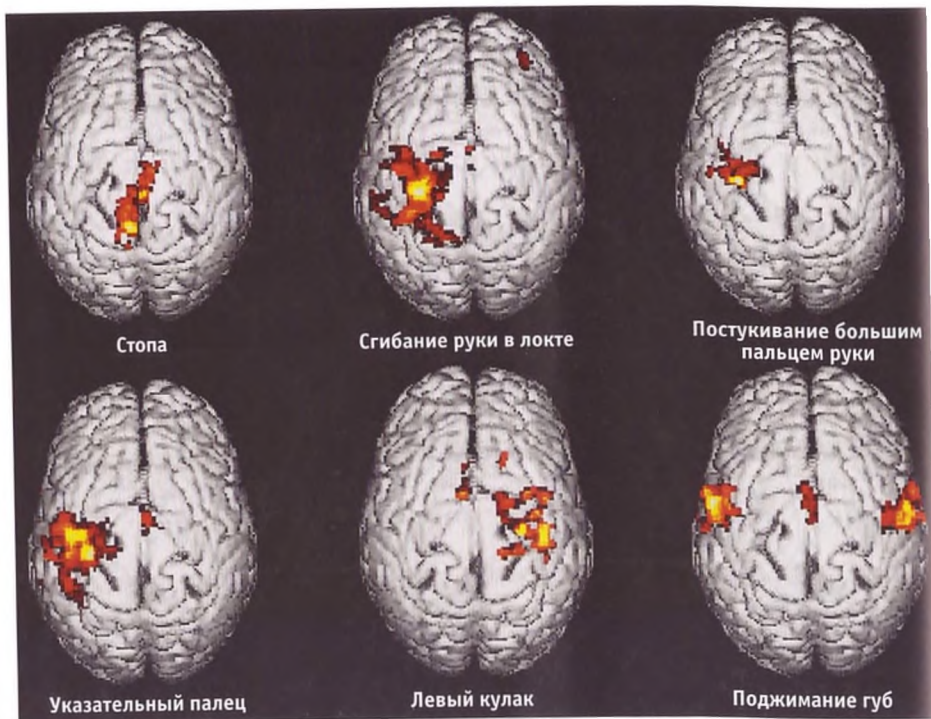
Кортиковые представления различных частей тела по данным функциональной МРТ (фМРТ) у здоровых людей. Данные фМРТ спроецированы на модель поверхности мозга. Эти данные получены при обследовании 30 здоровых людей во время выполнения повторных движений в указанных частях тела. Яркие цвета указывают на высокий уровень активации: ярко окрашенные области мозга активируются в процессе выполнения данных движений. Данные о локализации различных частей тела в коре мозга, полученные при помощи этого метода, соответствуют результатам прежних исследований Пенфилда и Ферстера (рис. 9.21). фМРТ — неинвазивный метод картирования, отличающийся высокой надежностью, который может применяться как у здоровых людей, так и у больных. (Иллюстрации любезно предоставлены профессором Grodd, взято из: Lotze M., Erb M, Flor H, et al: Neuroimage 11 (2000) 473–481.)
